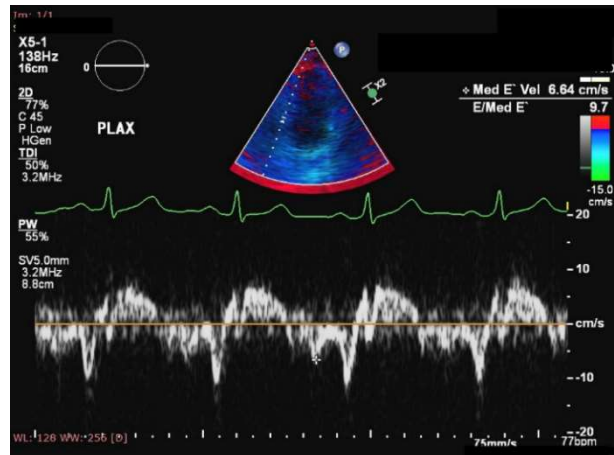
Ecocardiografie Doppler de țesut, secțiune în patru camere, tissue doppler, estimarea presiunilor de umplere LV măsurând E/E'.
